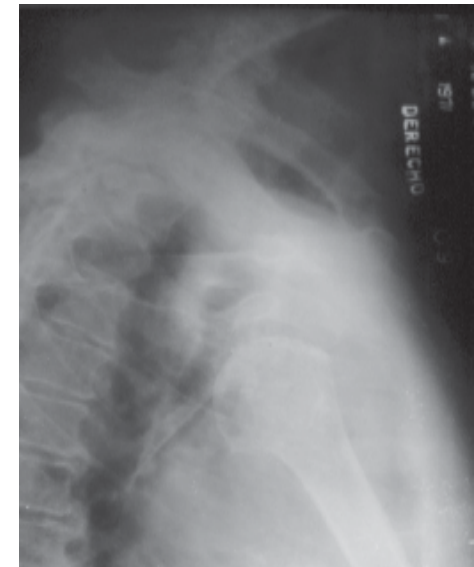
Radiografía del hombro. Se observa luxación completa del húmero.
